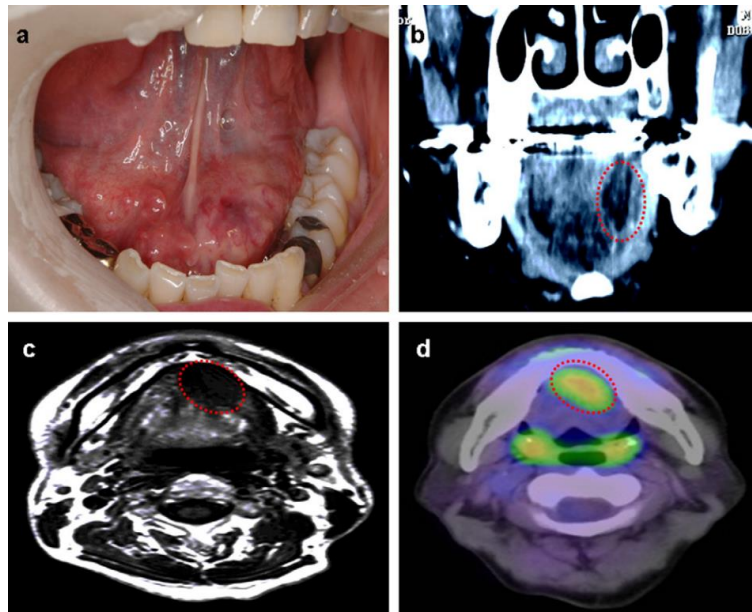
a) Aparência clínica do linfoma MALT, demonstrando tumefacção no lado esquerdo do pavimento da boca; b) TC revela área de menor densidade que se estende do pavimento da boca até ao músculo milohioideu; c) RM demonstra lesão hipodensa bem definida no lado esquerdo do pavimento da boca; d) evidência de maior captação no lado esquerdo do pavimento da boca, correspondendo à glândula sub-lingual. Adaptado de (Yoshida et al., 2011)
